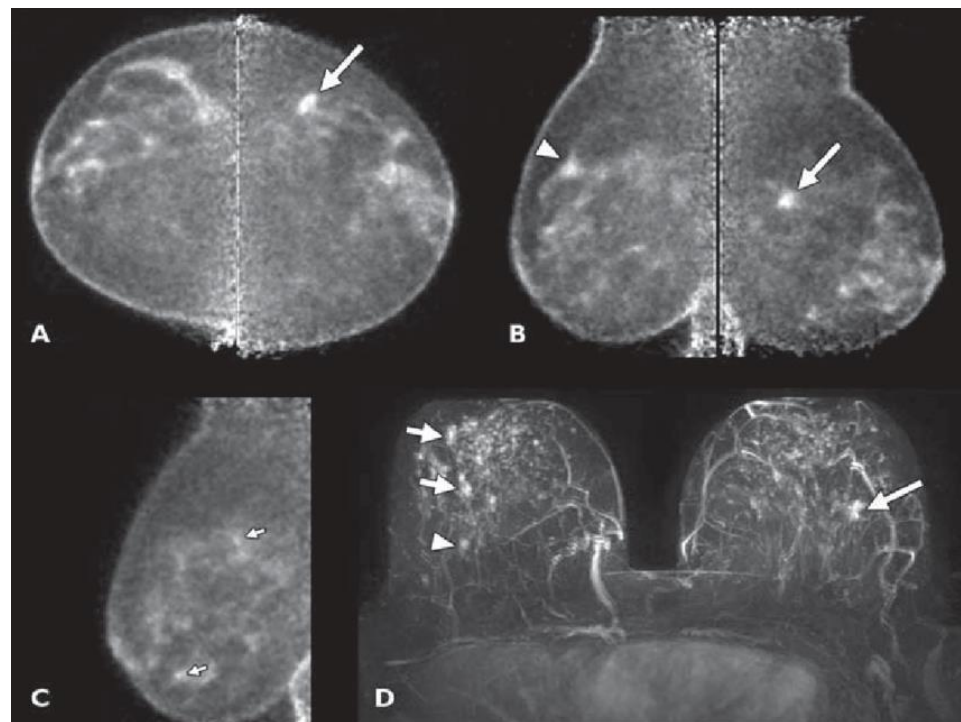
Pemeriksaan MRI payudara irisan axial pada perempuan 65 tahun yang baru di diagnosis tumor payudara kanan, terlihat penyangatan (panah) pada payudara kiri kontralateral suatu karsinoma duktal invasif (Berg, et al., 2011).
